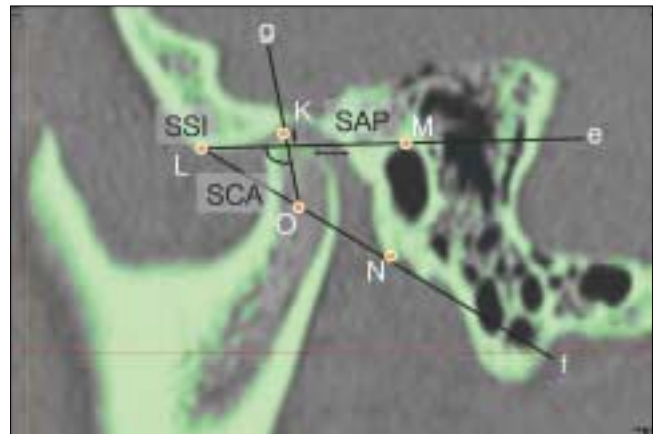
Sagittal view of 3-D CT, determination of SSI, SAP, SCA.
